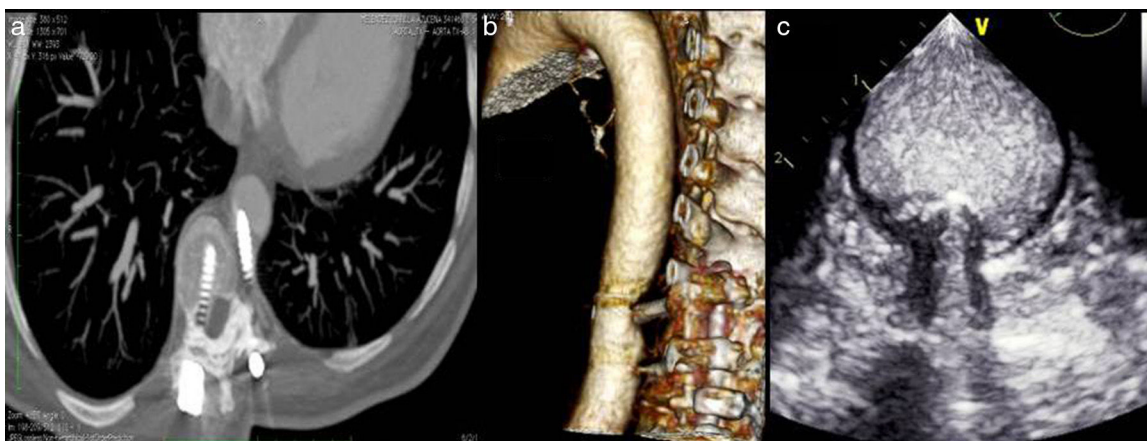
a) Angio-TC: imagen en corte transversal donde se observa cómo el tornillo izquierdo protruye hacia la luz aortica. b) Angio-TC: reconstrucción 3D donde visualizamos la aorta en sentido longitudinal y la impactación del tornillo a nivel de T10. c) Eco-transesofágico donde se visualiza cuerpo extraño extravascular que perfora la capa adventicia de la aorta, comprimiendo las capas media e íntima sin llegar a romperlas.
